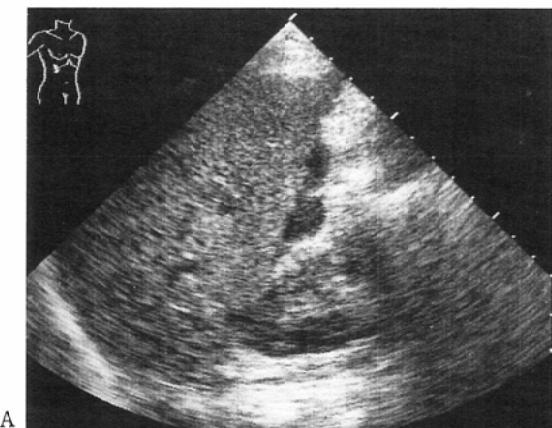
Patient 3, a 7-year-old boy with lacerated spleen hit by a car. An US showed no abnormal findings. A plain CT revealed a small amount of free fluid collection in the perisplenic space. Lacerated spleen was confirmed by emergent laparotomy.
